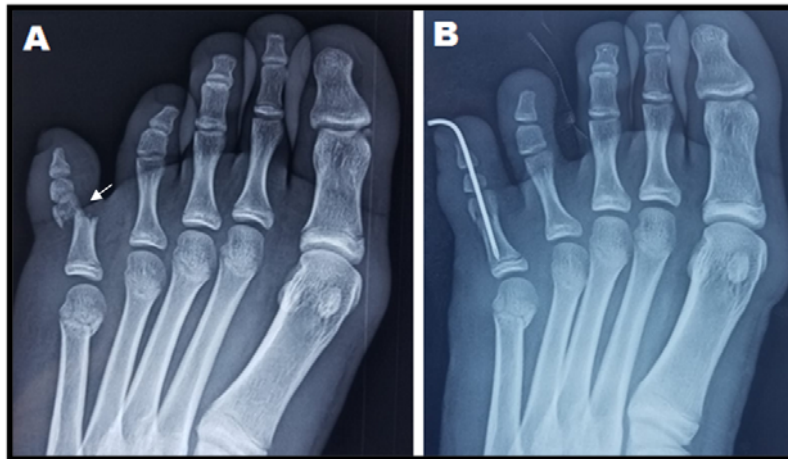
A – Radiographie de face du pied gauche objectivant une fracture de la tête de P1 du 5ème orteil chez un enfant de 14 ans. B – Radiographie de contrôle après réduction et embrochage à ciel fermé.
